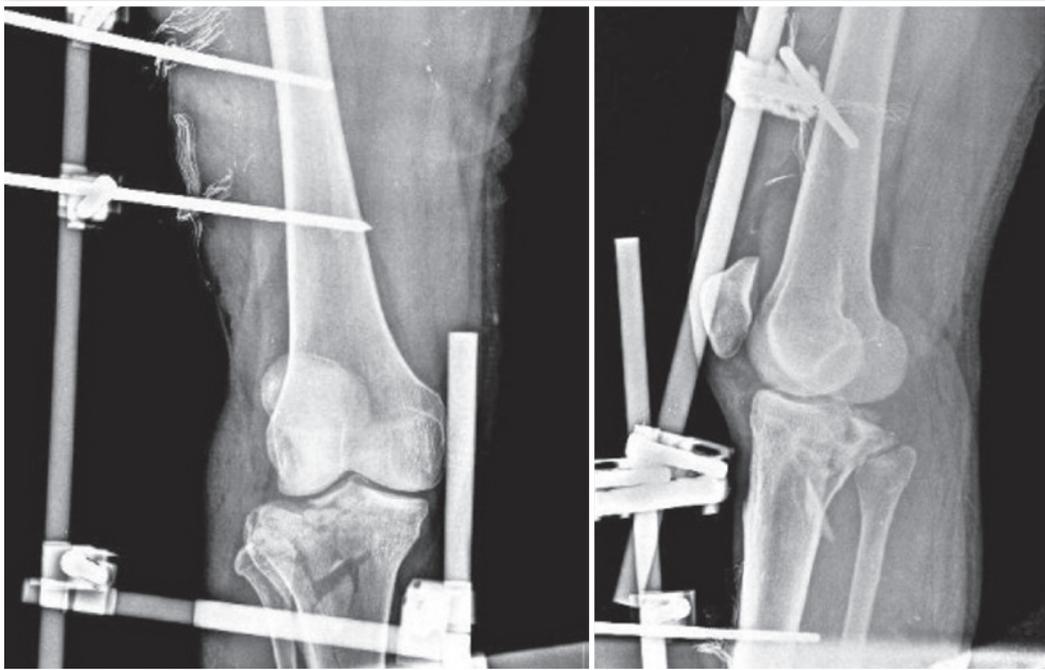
Radiografia anteroposterior do joelho após fixação externa.
